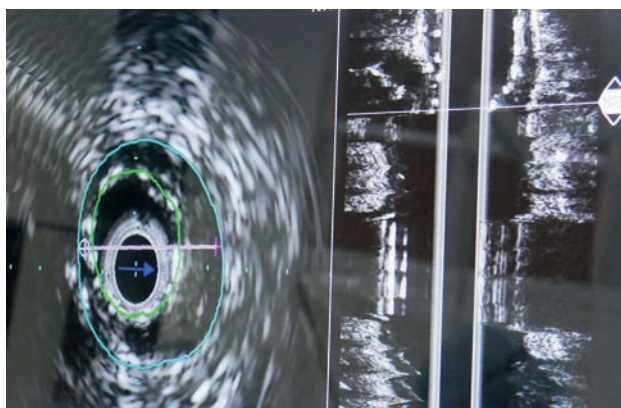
Внутрішньосудинний ультразвук (Intravascular ultrasound, IVUS). Візуалізація анатомії просвіту та стінки вінцевої артерії з оцінкою діаметра стенозу, довжини ураження та морфології атеросклеротичної бляшки
